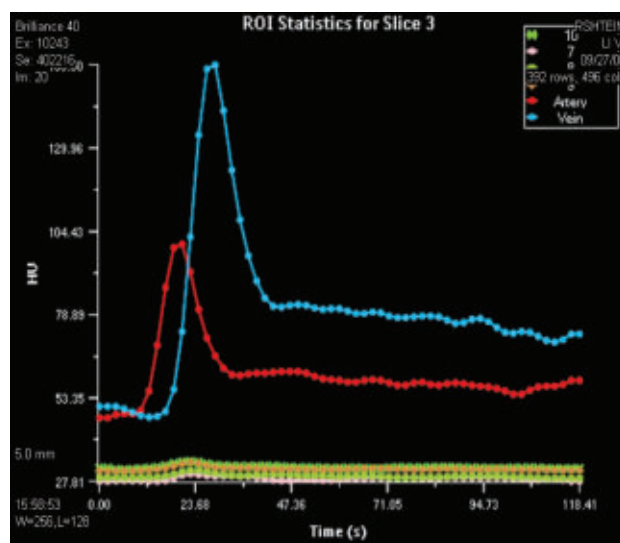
Изменение перфузии в выбранном интервале.
